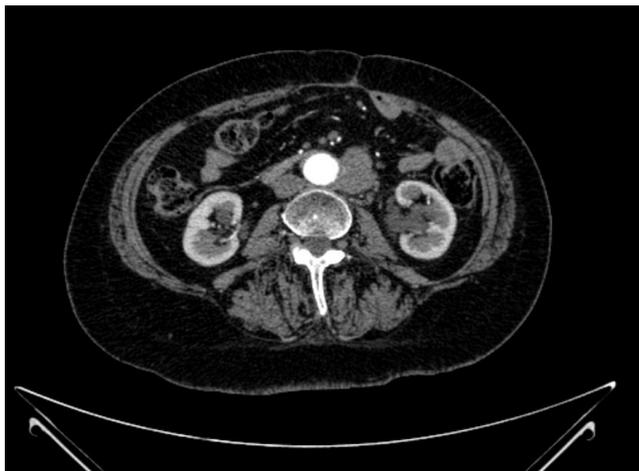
КТ-аортография, пациентка Е., февраль 2019 г.
